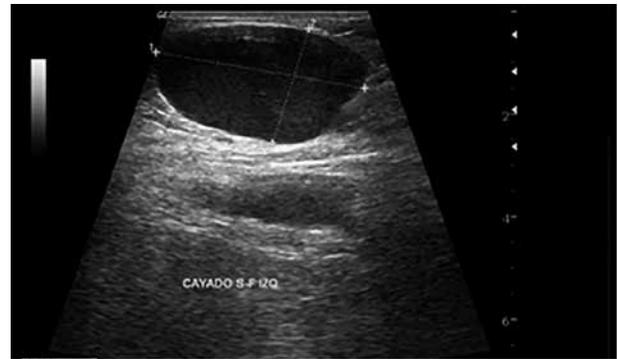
Ecografía dúplex de miembros inferiores. Formación anormal en la vena safena.
